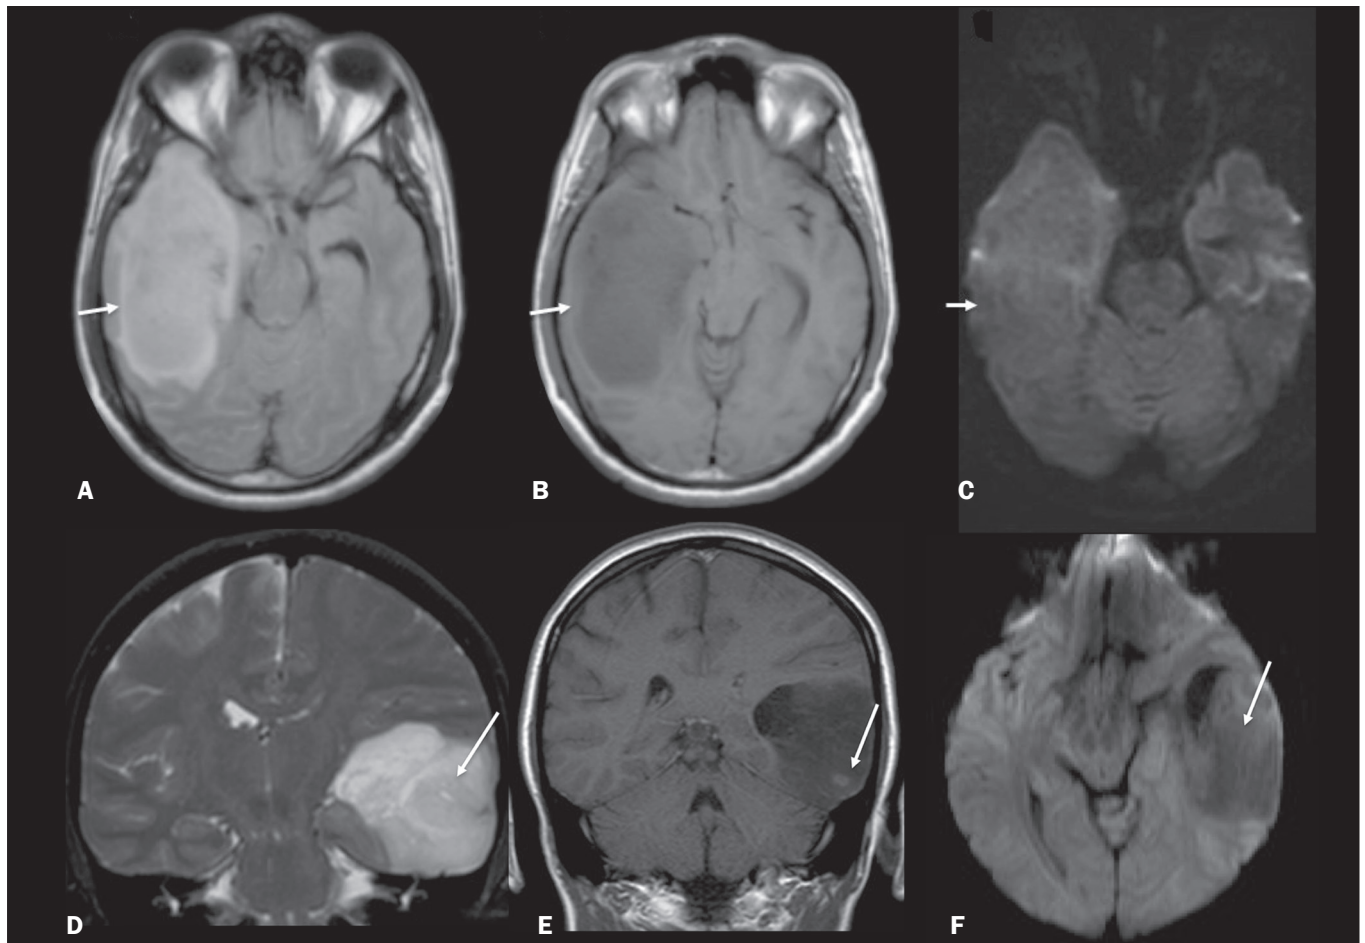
Glioma. A: FLAIR com hipersinal corticossubcortical no lobo temporal direito. B: Axial T1 mostrando hipossinal no lobo temporal direito com efeito expansivo. C: Difusão sem restrição. (A,B,C), paciente com astrocitoma de baixo grau. D: Coronal T2 demonstrando lesão expansiva no lobo temporal com espessamento cortical. E: Coronal T1 pós-contraste com foco de impregnação nodular. F: Difusão sem restrição. (D,E,F), paciente com ganglioglioma.
